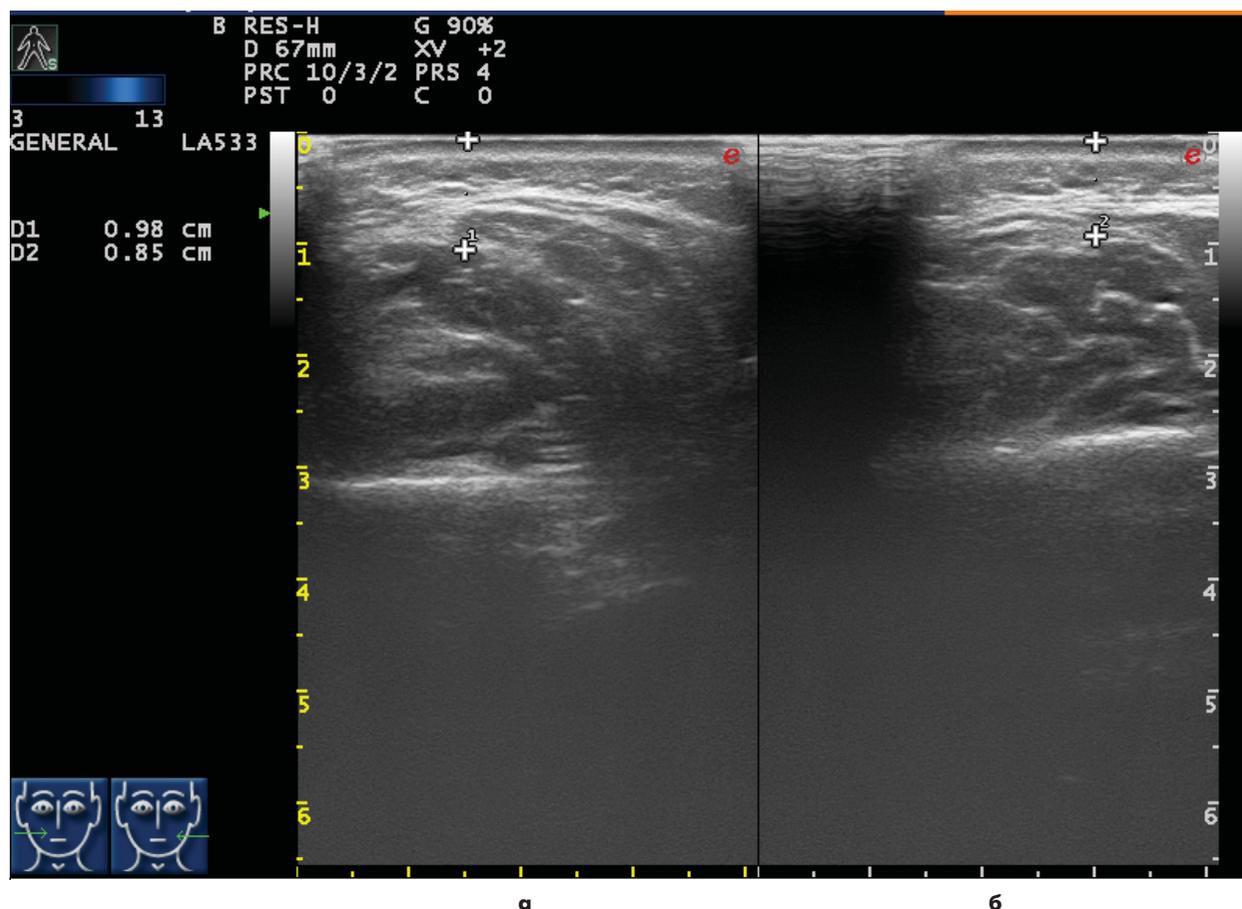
УЗИ мягких тканей в околоушно-жевательной области (после лечения):
